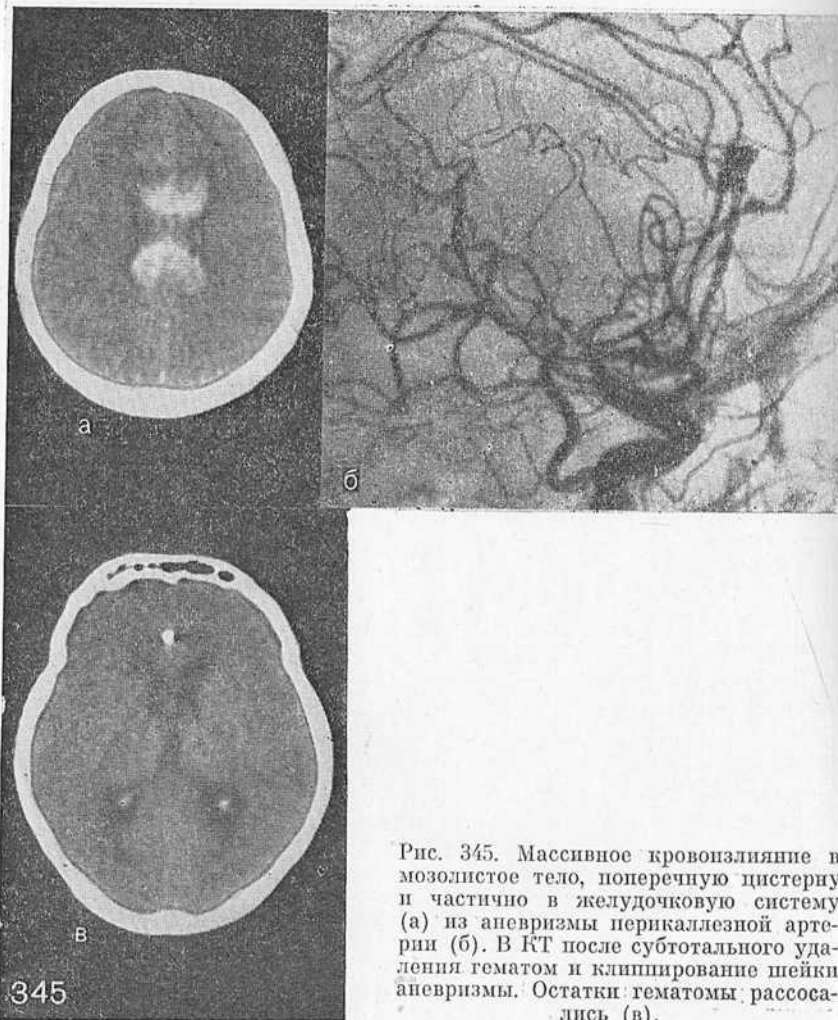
Массивное кровоизлияние в мозолистое тело, поперечную цистерну и частично в желудочковую систему (а) из аневризмы перикаллезной артерии (б). В КТ после субтотального удаления гематом и клипирование шейки аневризмы. Остатки гематомы рассосались (в).
